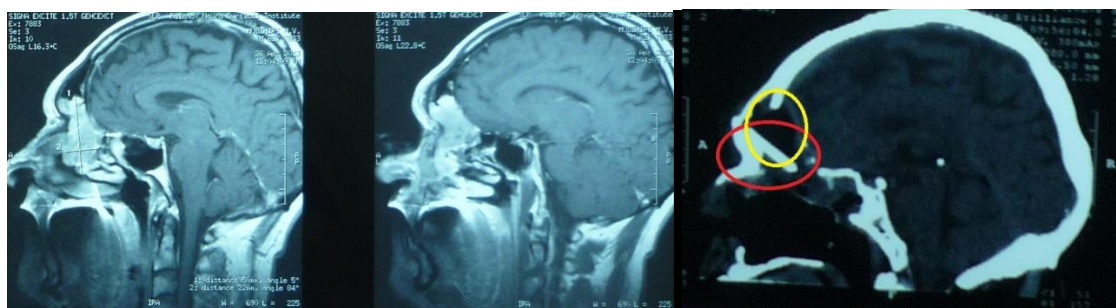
Пациент М., 63 лет (24.12.1950 г.р.). И\Б. № 1060. МРТ головы в сагитальной плоскости до операции (слева) и после операции (справа). Красным выделена пластина карбоксигидроксиапатита, установленная между свободным жиром (выделено желтым) и надкостничным лоскутом на сосудистой ножке и разделяющая полость черепа с послерезекционной полостью носа.
